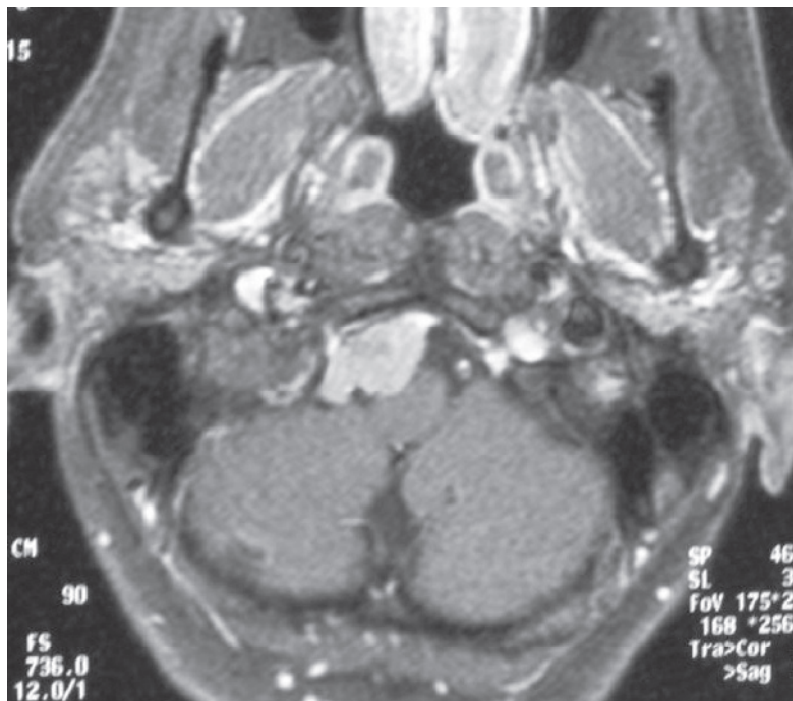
IRM Axial T1 postgadolinio. Meningioma del foramen magno.
